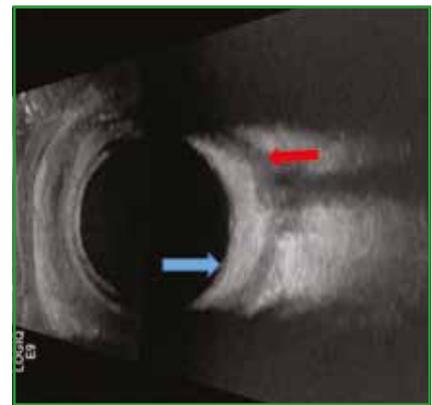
Aspect échographique au cours d'une sclérite postérieure : épaissement scléro-choroïdien hyper-échogène (flèche bleue) et en signe de T (flèche rouge).
